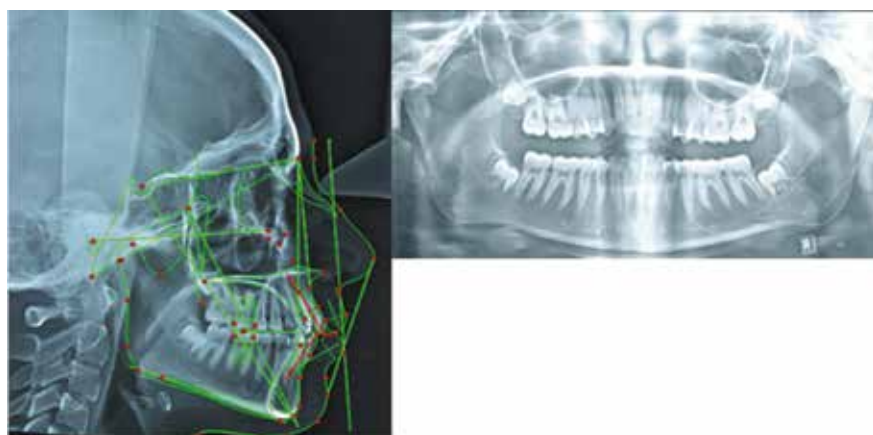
Цефалометрический анализ (рис. 2 и табл. 1) выявил скелетный I класс (ANB of 20), легкую protruzию верхних резцов (Uprgr 1 to SN 240), среднее значение носогубного угла (1050), нормальный тип роста, и средний мандибулярный угол (Go-Gn to SN-310). Ортопантомограмма (ОПТГ) выявила растущие верхние и нижние третьи моляры
